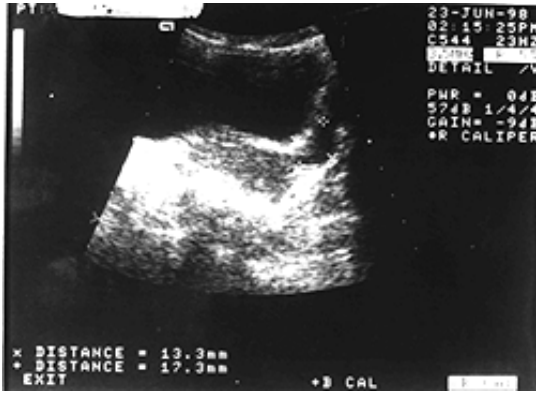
Tekrarlanan batın ultrasonografilerinde sağ over lojunda 43x30 mm boyutunda kistik lobule kitle görülmektedir
